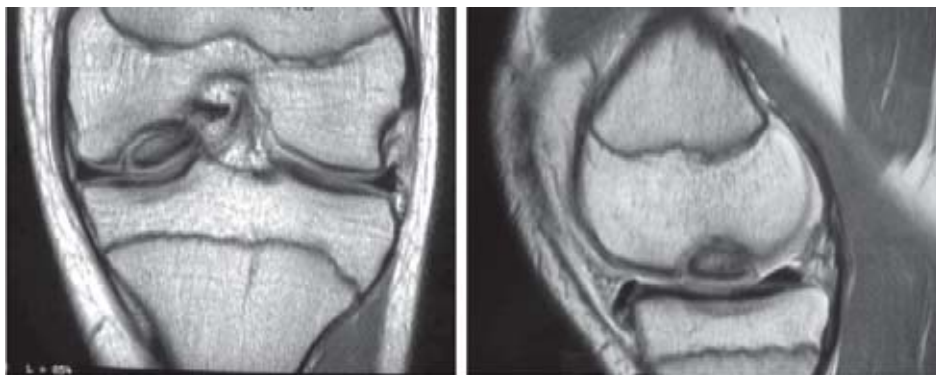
Imagen de resonancia magnética que muestra lesión osteocondral disecada en el tercio medio de la pared lateral del cóndilo medial con rodete de alta señal en T2 que sugiere líquido por debajo de la lesión. Lesión tipo III de Dipaola.
